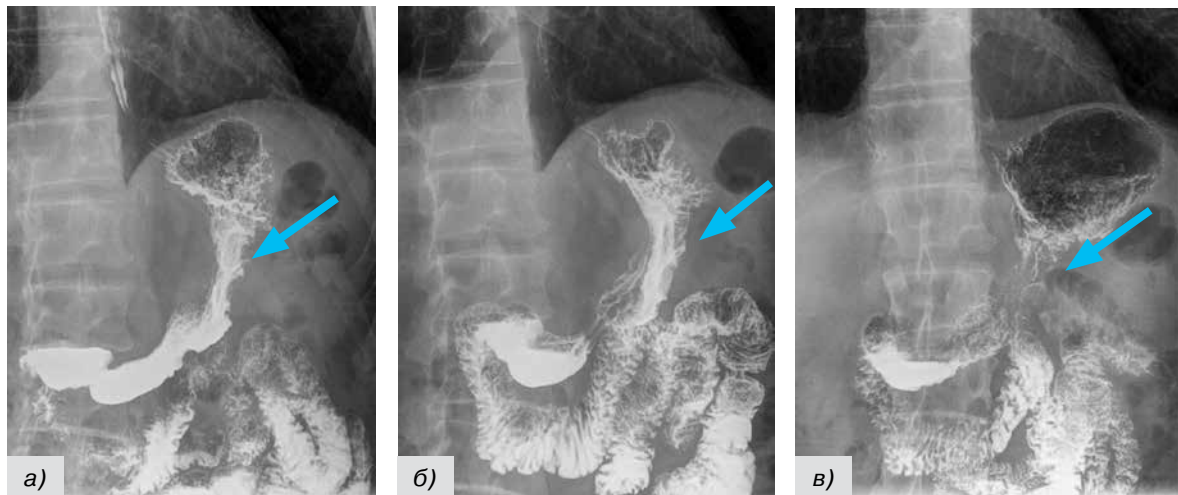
Снимки, рентгеноскопия: рак средней и нижней трети тела желудка по передней и задней стенкам (экзофитная форма) представлен дефектом наполнения с достаточно четкими контурами, центральным депо, складки слизистой не прослеживаются (а, б, в)
